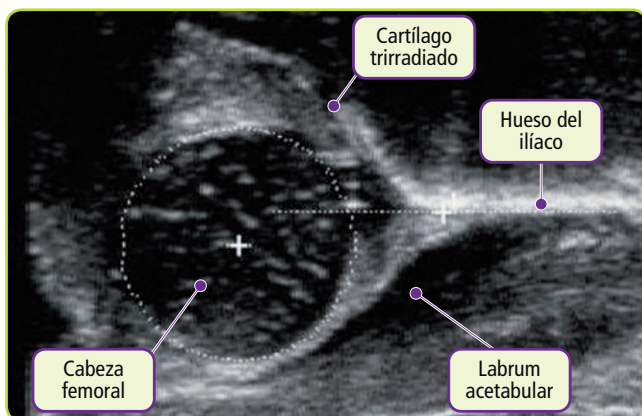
Ecografía. Displasia del desarrollo de la cadera.
